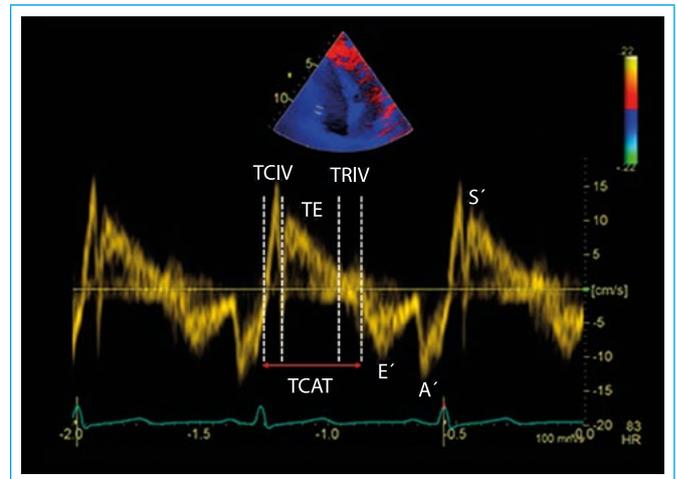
Registro de velocidad de Doppler tisular en el anillo tricuspídeo en el plano apical de 4 cámaras (E': onda diastólica temprana; A': onda diastólica tardía; TCAT: tiempo de cierre-apertura tricuspídeo; TCIV: tiempo de contracción isovolumétrica; TE: tiempo de eyección; TRIV: tiempo de relajación isovolumétrica)
